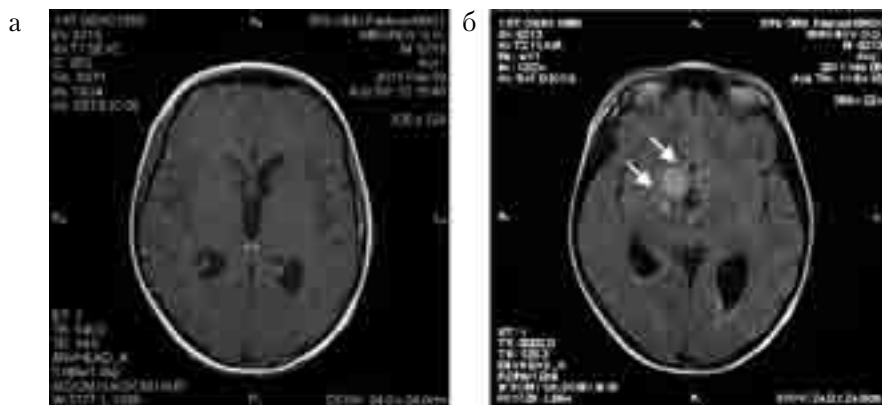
МРТ головного мозга мальчика М., 11 лет, с контрастным усилением, на 12-е сутки заболевания: а – T1(FLAIR); б – T1ВИ. Повышение сигнала в области таламуса справа (указано стрелкой)
